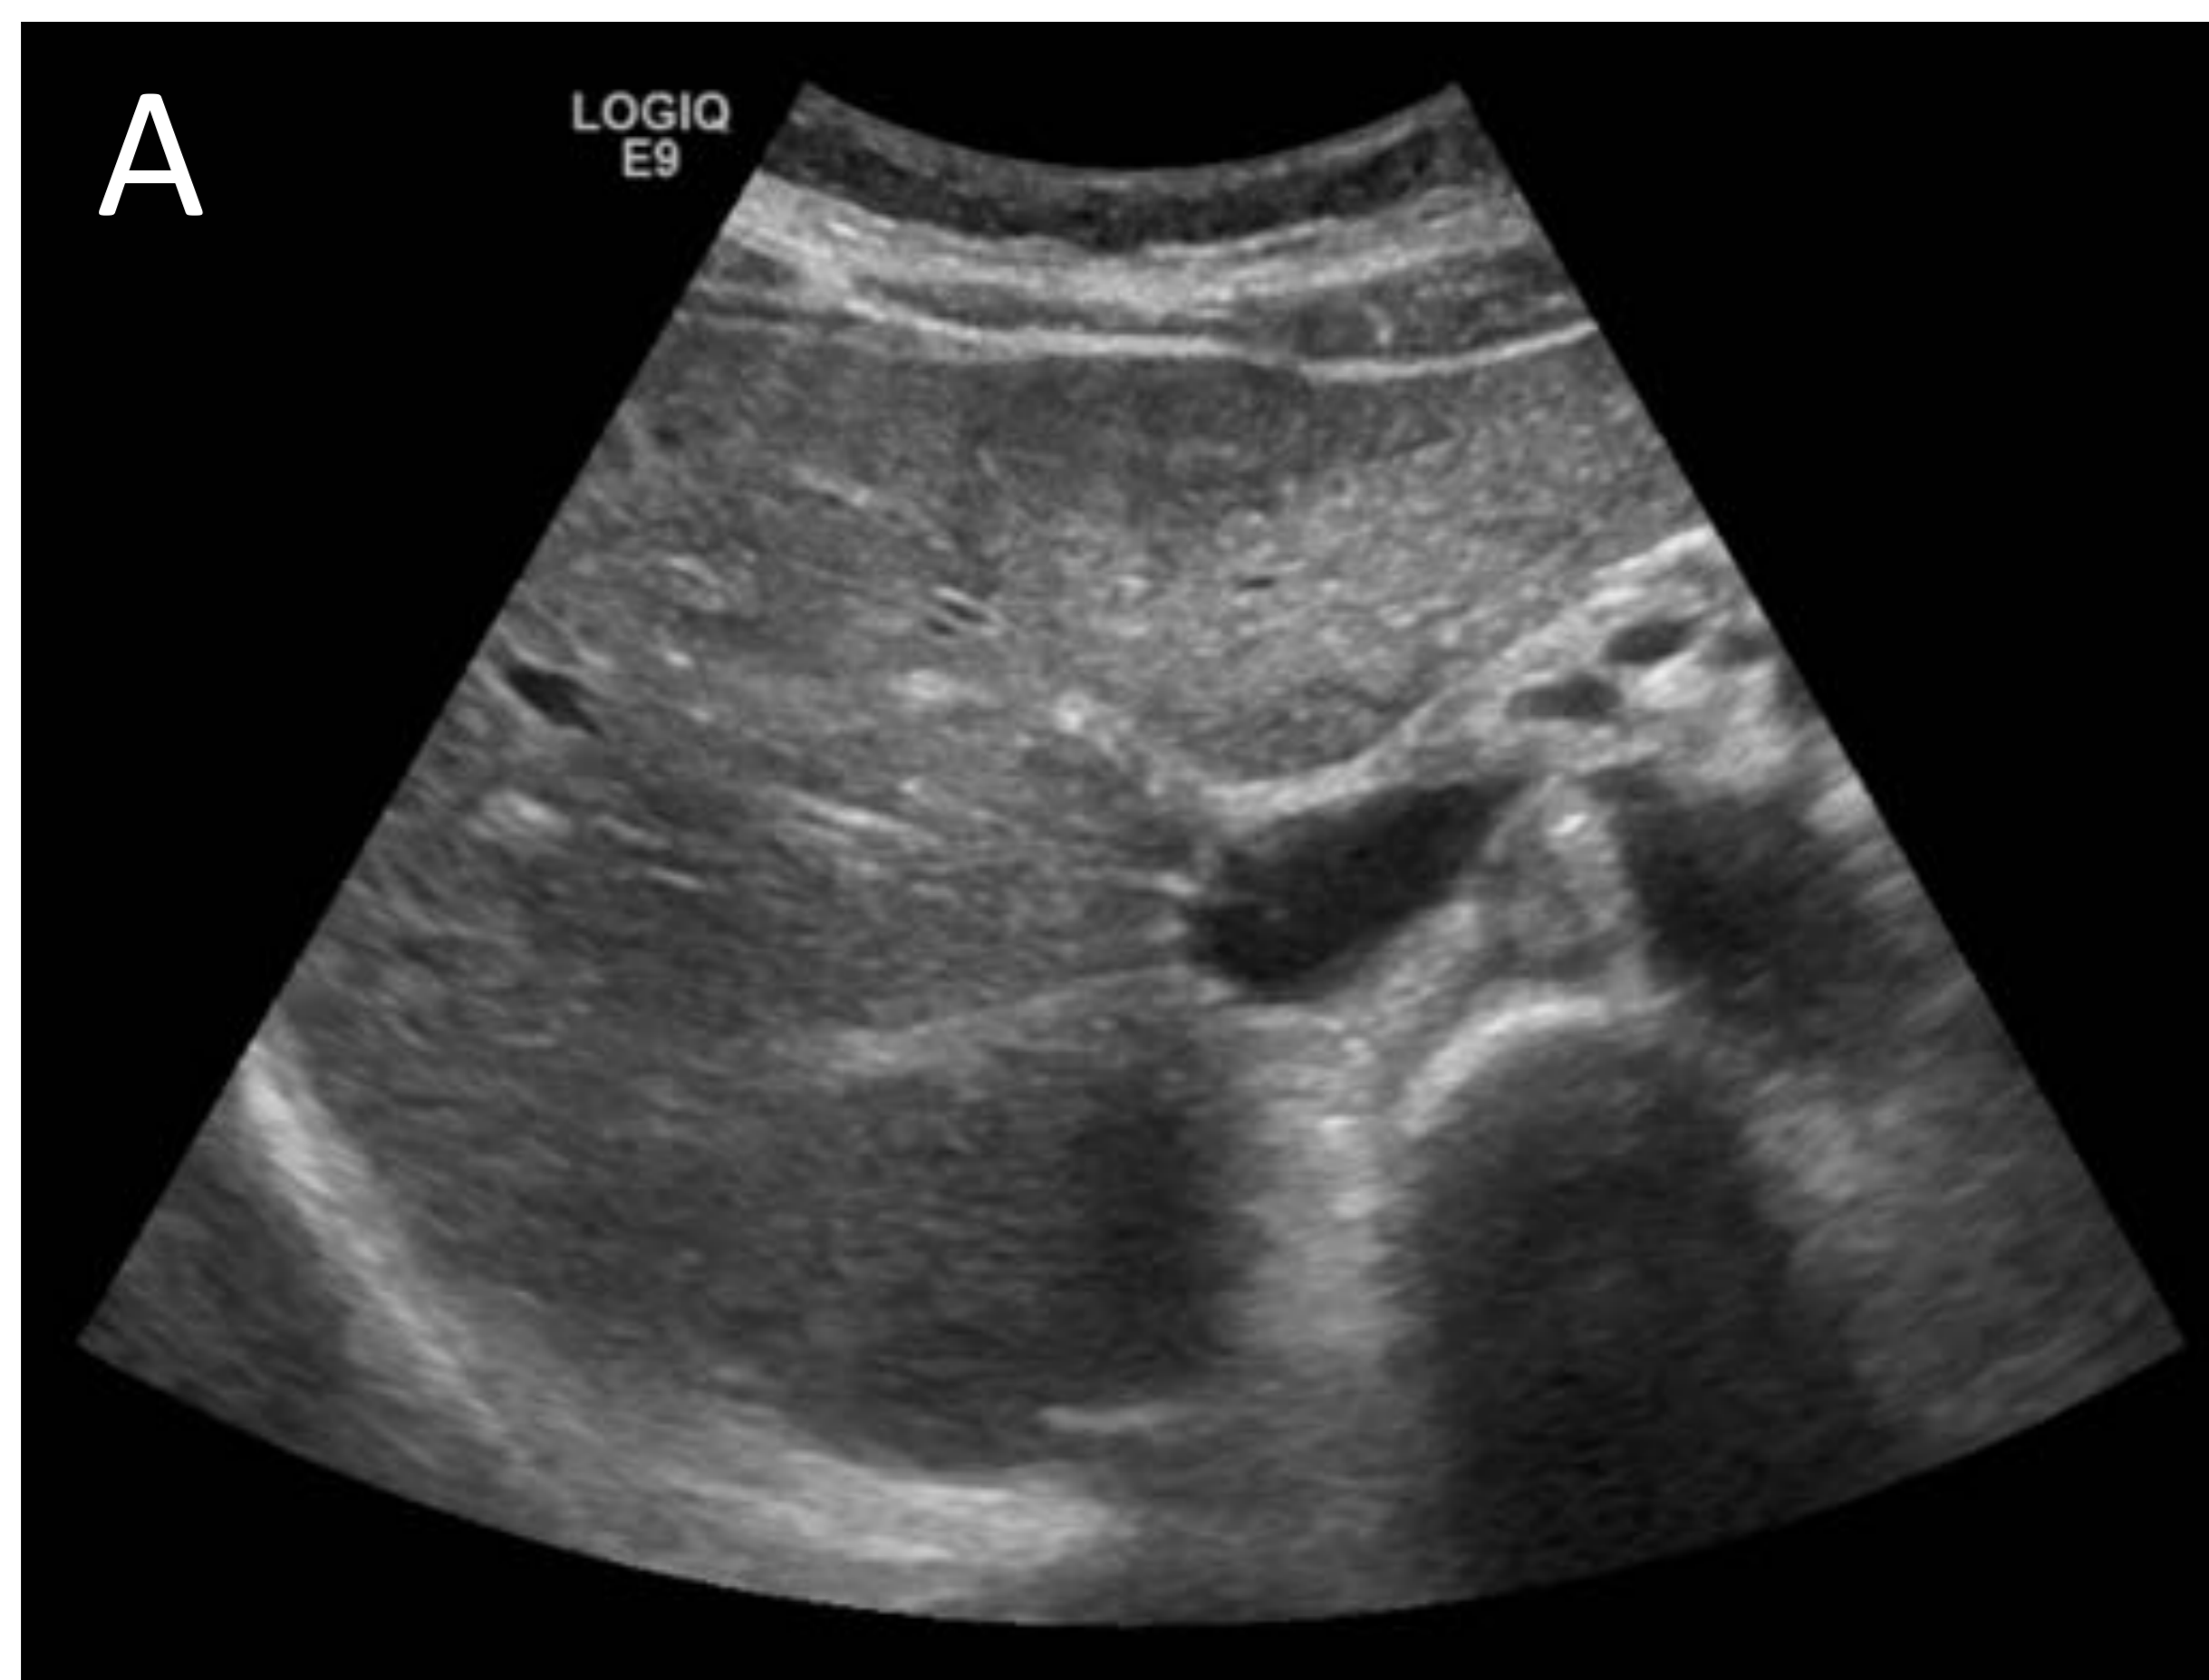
HNF en ecografía: lesión homogénea y tenuemente hipoeecogénica (imagen A) con vascularización central en Doppler color (imagen B).
